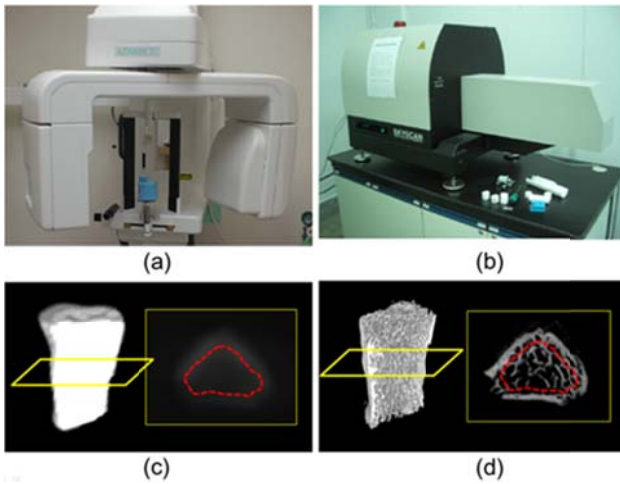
Asahi AZ3000 CBCT (a), Skyscan 1076 Micro-CT (b), 樣本 CBCT 3D 影像與斷面圖 (c), 樣本 Micro-CT 3D 影像與斷面圖 (d).
